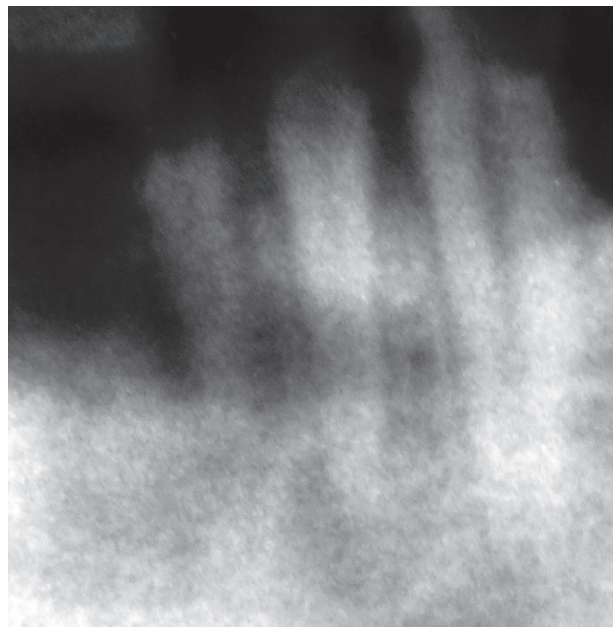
Рентгенограмма зуба 3.4 до эндодонтического лечения. Зубы 3.1 и 3.2 подлежат удалению
